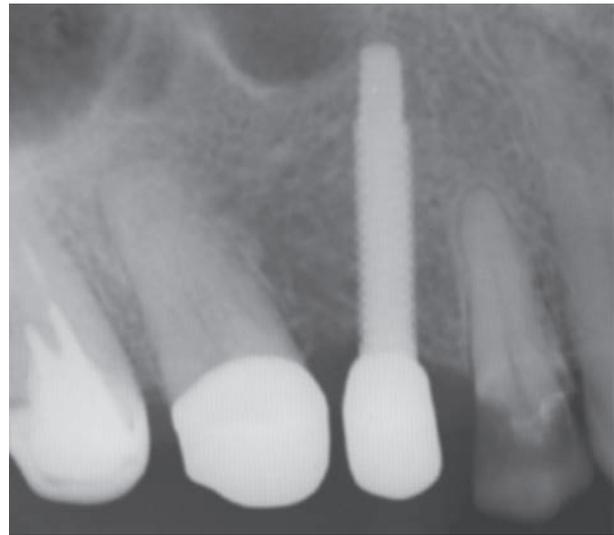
Radiografía prueba cofia
